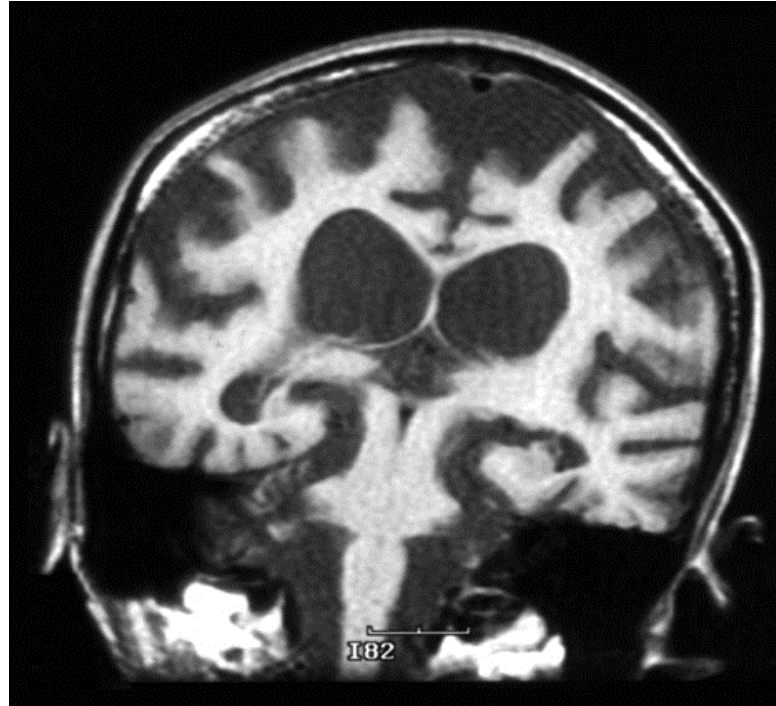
IRM chez un sujet XP : atrophie sévère et diffuse cérébrale et cérébelleuse. [36]
